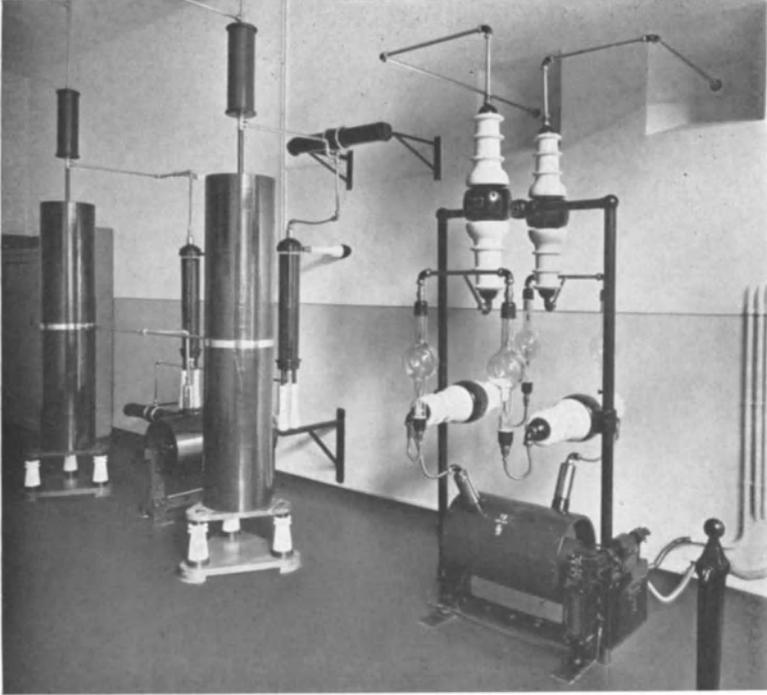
München, Krankenhaus rechts der Isar. Maschinenraum der Röntgenabteilung.
